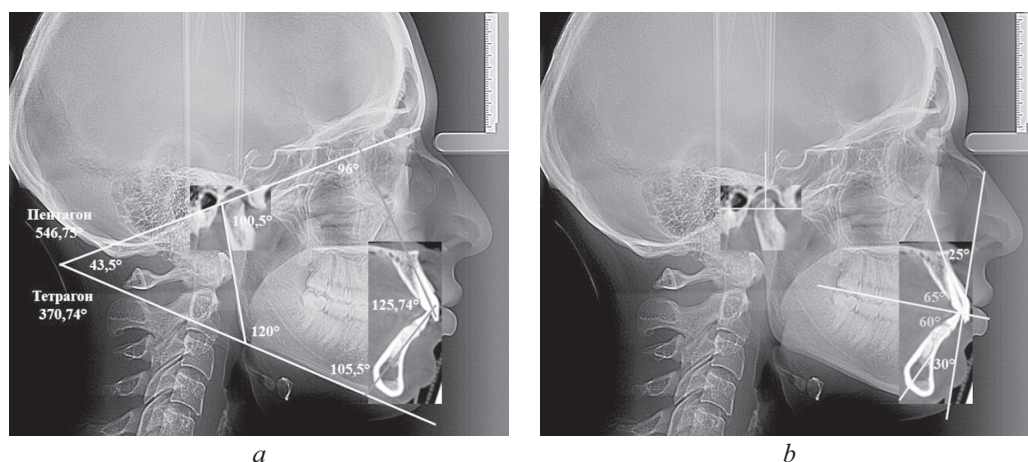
Измерение гнатических углов (a); оценка положения сустава и резцов на совмещенных рентгенограммах (b)
